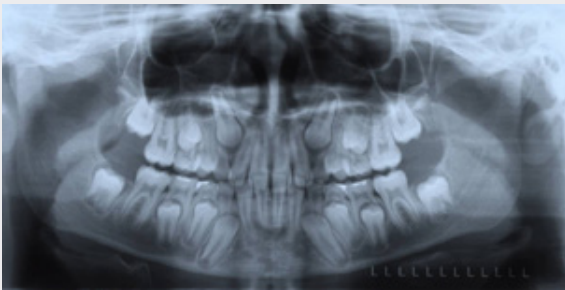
REGISTROS INICIALES. ORTOPANTOMOGRAFÍA.
